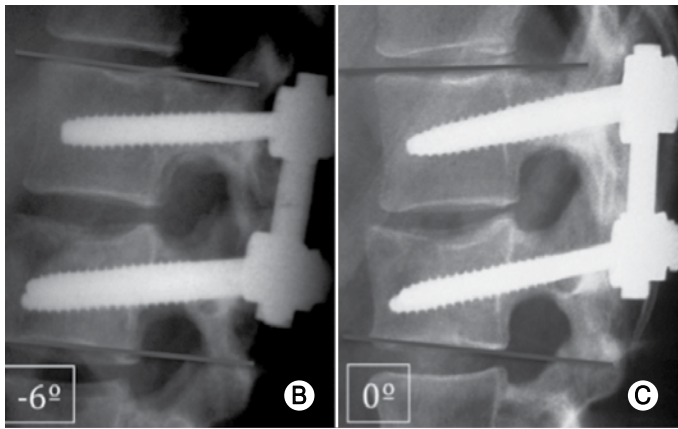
Paciente de 27 años que tras sufrir caída de 4 metros de altura resulta con fractura de L1 tipo A3 de la AO sin compromiso neurológico. En la radiografía de ingreso (A) puede observarse una cifosis de 14°. Es intervenida quirúrgicamente realizándose reducción, instrumentación y artrodesis monosegmentaria. En la radiografía post operatoria (B) puede observarse una corrección de 20° de la cifosis, quedando con 6° de lordosis. En la radiografía de control alejada a los 3 años (C) se observa una pérdida de reducción de 6°, quedando con 0° de cifosis.
